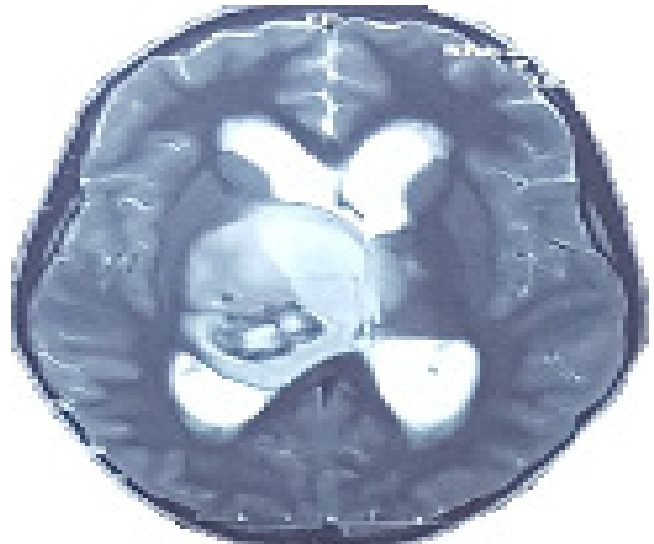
Imagen por Resonancia Magnética Cerebral simple, corte axial, secuencia de señal T2 que muestra una imagen intraaxial de comportamiento mixto hiperintensa con zonas hipointensas, de localización talámica derecha con involucro de ganglios de la base, brazo anterior y posterior de la capsula interna ipsilateral, la cual produce compresión y desplazamiento del asta frontal del ventrículo lateral, así como del foramen interventricular (Monro) ipsilateral condicionando dilatación ventricular supratentorial.
